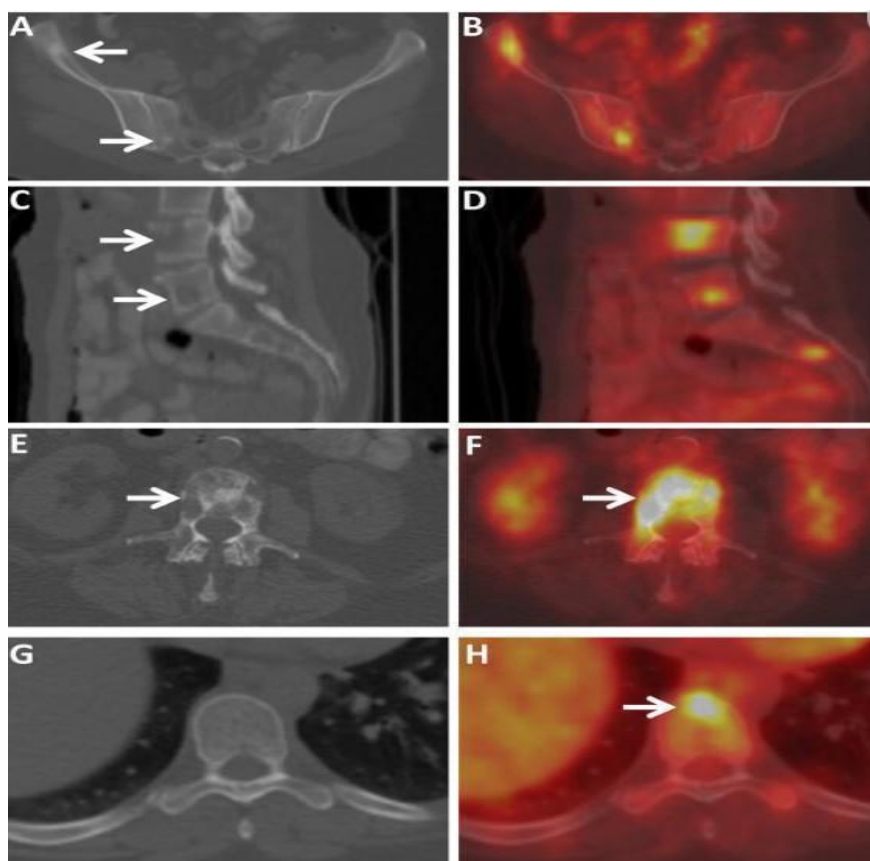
Imagens de TC e PET/TC de metástases ósseas categorizadas por sua morfologia tomográfica (blástica, lítica, mista e TC oculta). Imagens axiais de TC (A) e PET/TC FDG fundidas (B) da pelve de paciente feminina de 41 anos com CDI demonstram lesões ósseas blásticas ávidas por FDG (setas). Imagens sagitais de TC (C) e PET/TC FDG fundidas (D) da coluna lombossacra de paciente feminina de 45 anos com CDI demonstram diversas lesões ósseas líticas ávidas por FDG (setas). Imagens axiais de TC (E) e PET/TC FDG fundidas (F) da coluna lombar de paciente feminina de 68 anos com ILC demonstram uma lesão óssea mista blástica-lítica ávida por FDG. Imagens de TC axial (G) e PET/TC FDG fundida (H) através da coluna dorsal de paciente feminina de 41 anos com CDI demonstram foco ávido por FDG em corpo vertebral (seta), sem correlação com a TC, classificado como TC lesão oculta. Estas metástases ósseas em todos os quatro pacientes foram confirmadas por biópsia.
